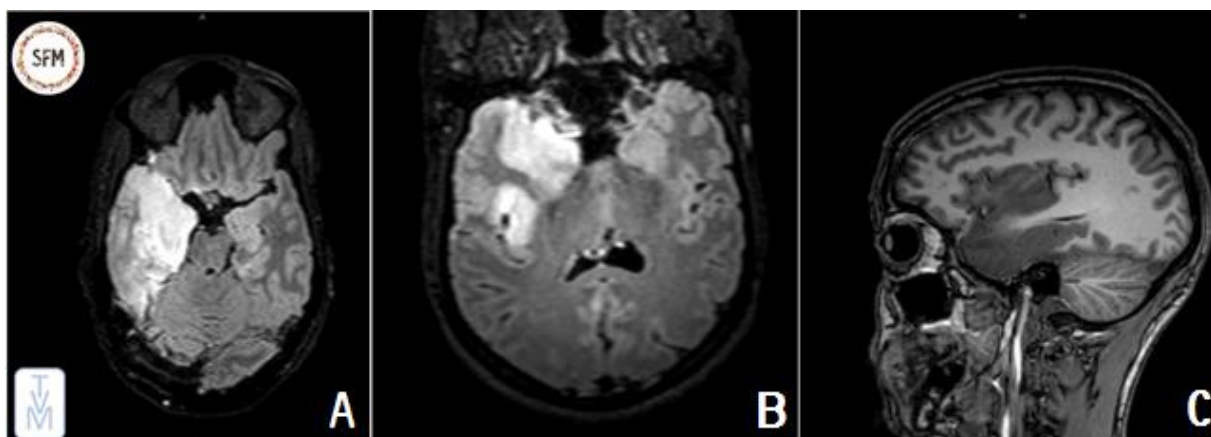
Méningo-encéphalite herpétique sévère avec lésions temporeles bilatérales asymétriques, prédominante à droite et effet de masse. A et B : Imagerie par IRM coupe transversale, FLAIR (*Fluid attenuated inversion recovery*); C : Coupe sagittale, T1
